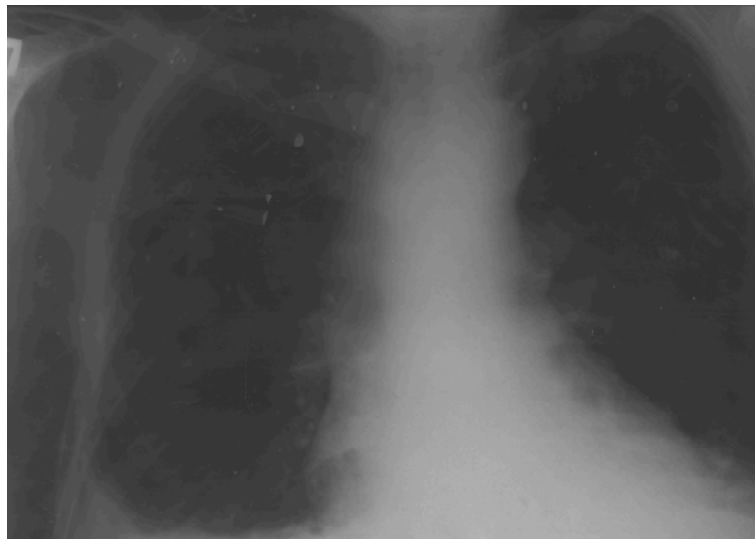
Елемент рентгенограми органів грудної клітки хворого К. від 15.11.2007
